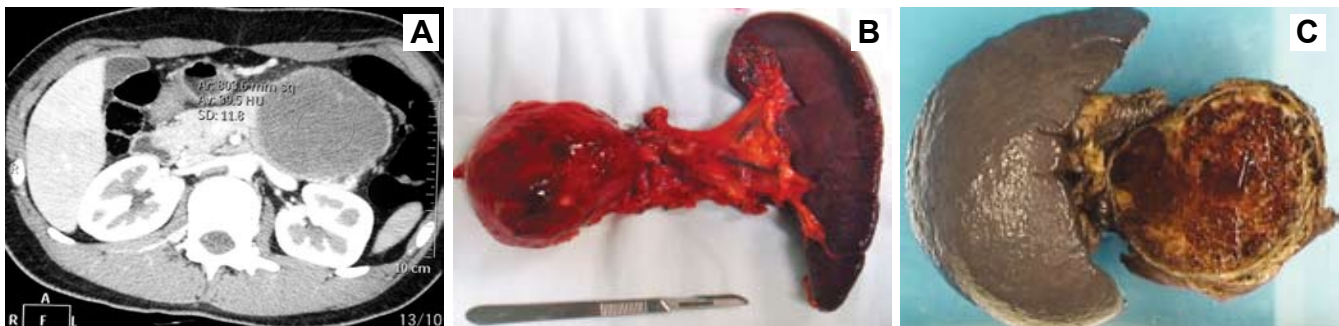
A-TAC de abdomen: evidencia masa pancreática que compromete cuerpo y cola de páncreas, de aspecto sólidoquístico, de paredes bien definidas, B-Segmento de páncreas (280gms) y bazo, se observa una masa localizada en la unión del cuerpo y cola pancreática, bien delimitada y C-Bazo y segmento de páncreas, se observa masa de 8,5x8x6cm localizada en la unión del cuerpo y cola del páncreas, encapsulada, de aspecto hemorrágico, con tabiques finos que cruzan la superficie de corte.
